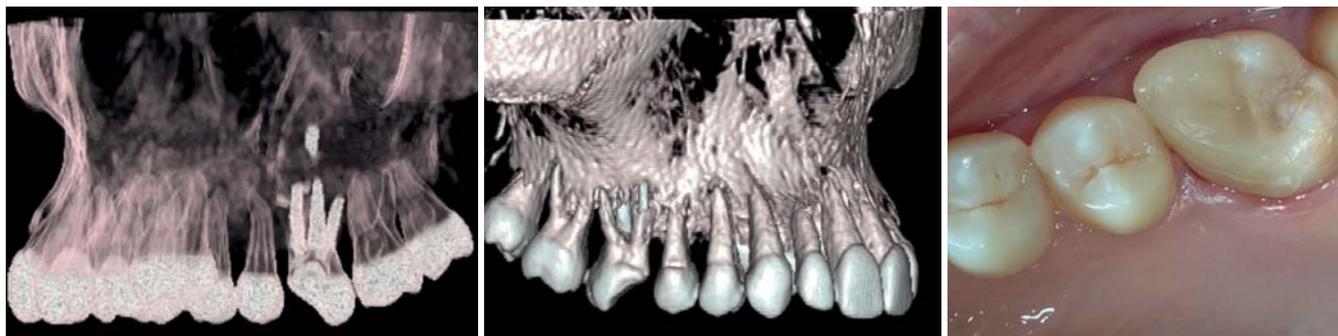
CT-Scan mit dreidimensionaler Rekonstruktion nach zwei Jahren. – Abb. 19: Klinische Ansicht nach zwei Jahren.
